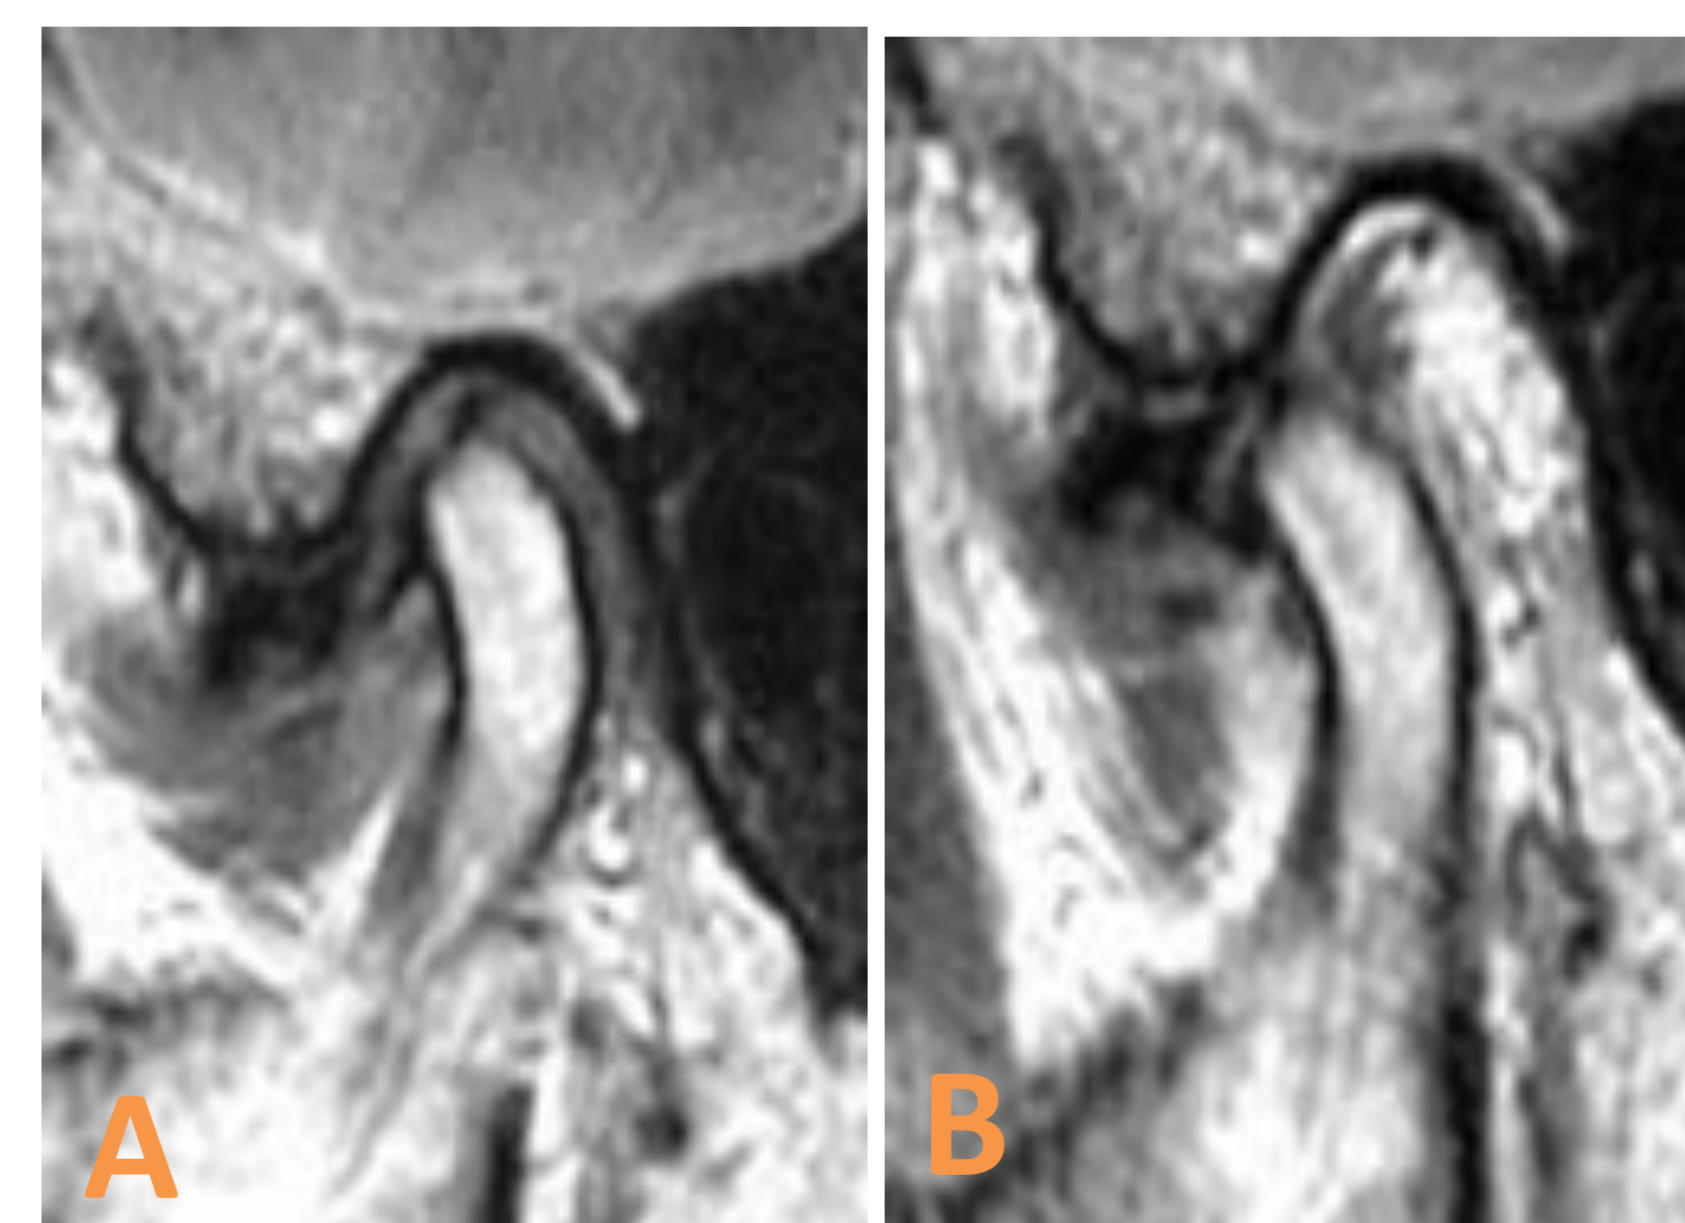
Las imágenes de RM muestran un disco anterior desplazado marcadamente deformado (IIA) sin reducción con la apertura (IIB)
